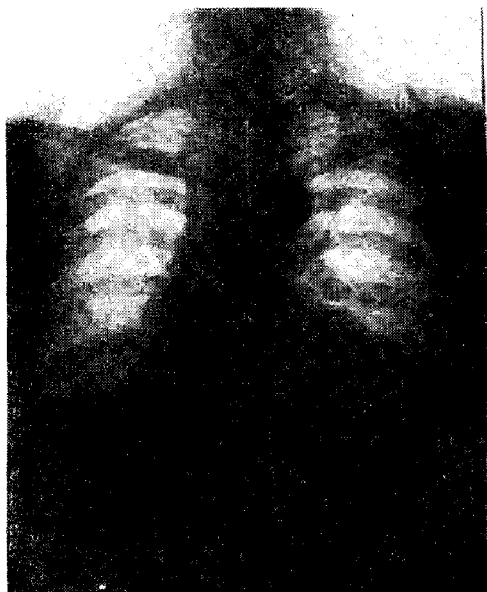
Telerradiografía que muestra el aumento global del área cardíaca y del pedículo. Con la medida de dos diámetros. Tres meses antes de la operación.
